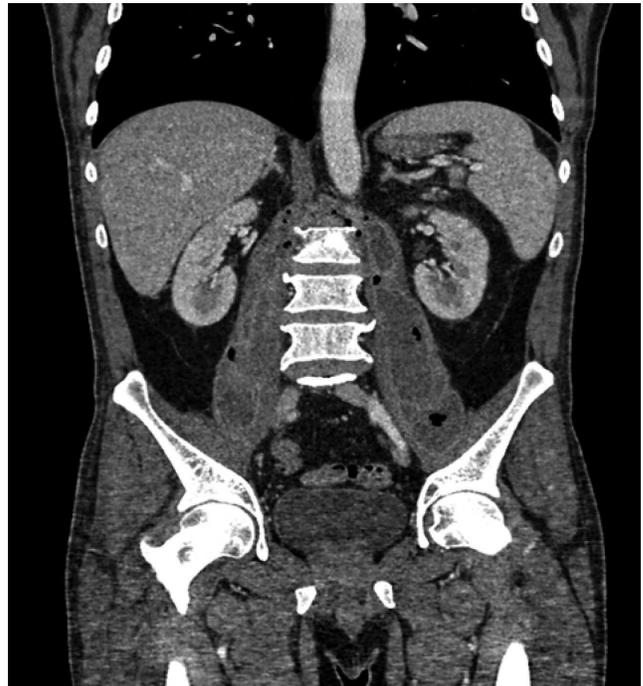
TC abdominal, plano coronal observando ambos músculos psoas heterogéneos desde su origen hasta su inserción, con imágenes de densidad gas-líquido, compatible con abscesos.
